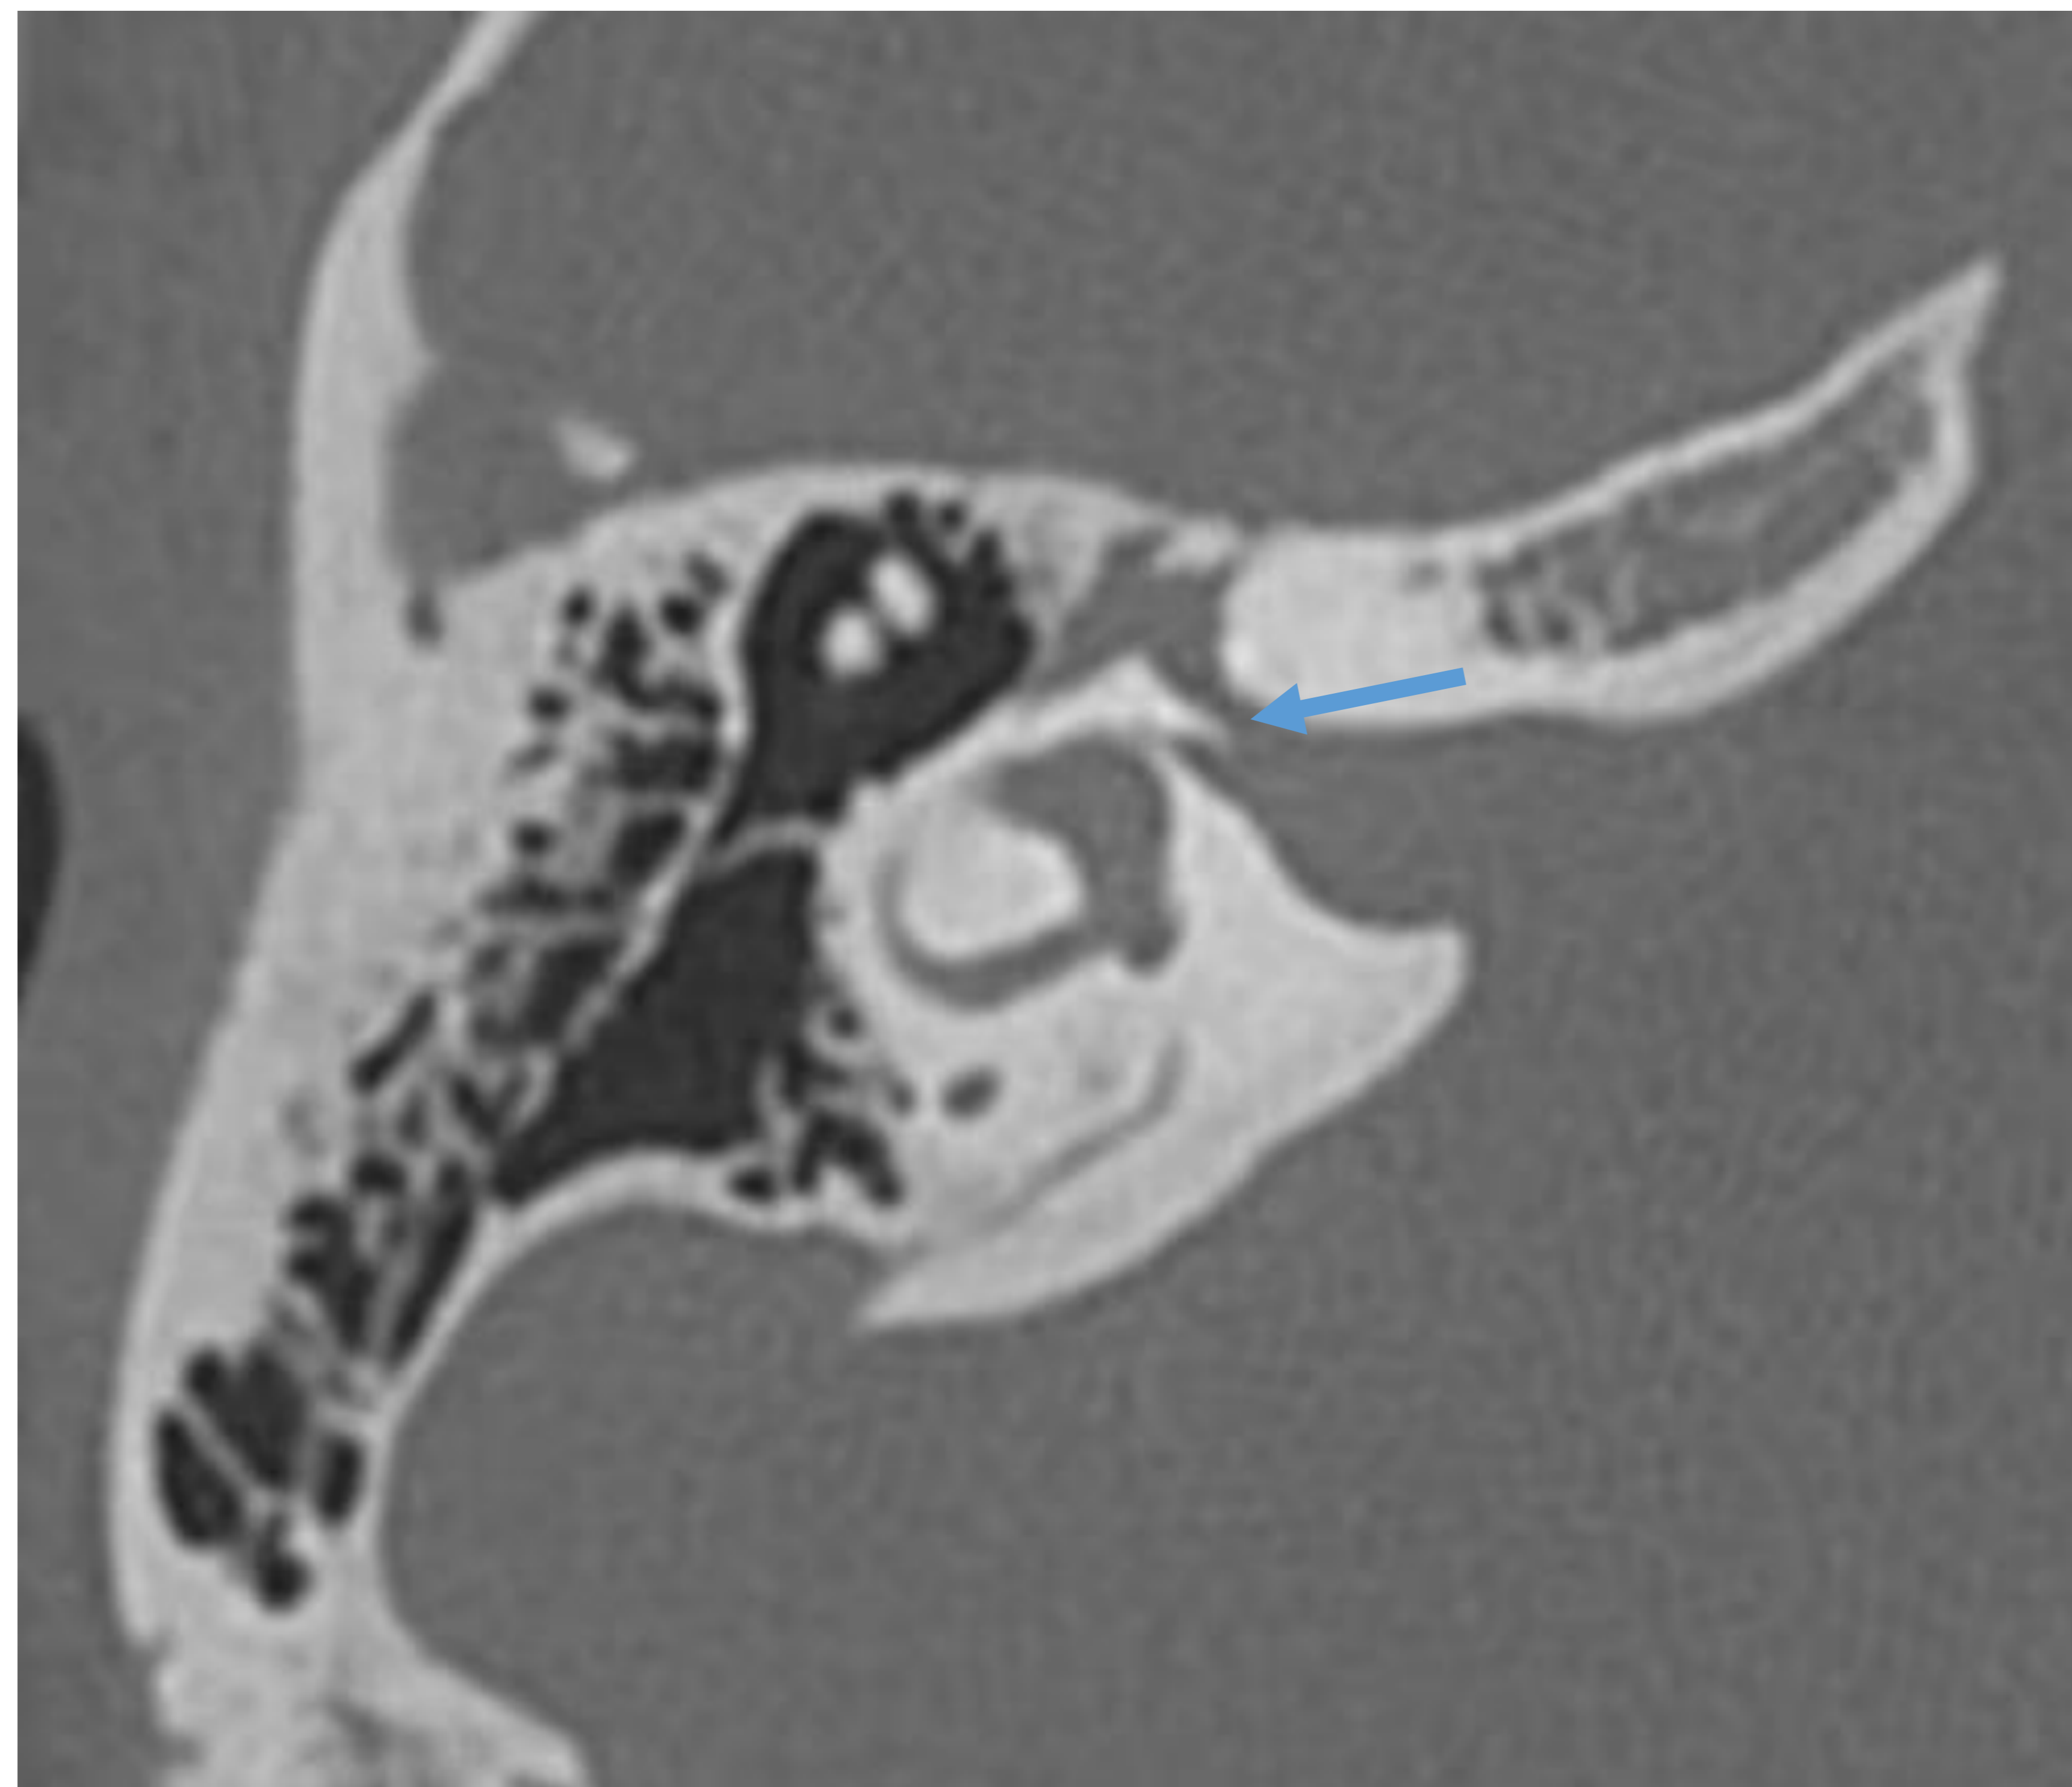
Corte axial TC: cresta falciforme o cresta horizontal.
